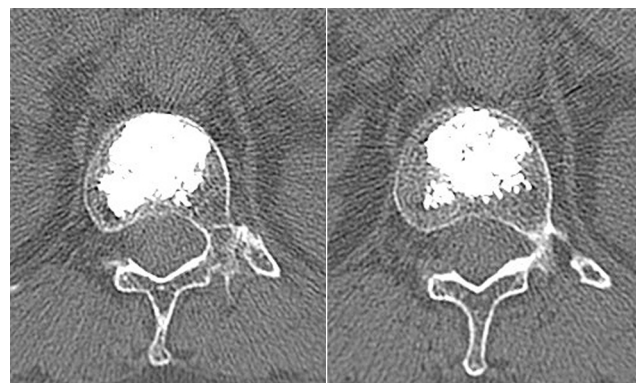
PVP 术中应用改良弯角器技术术后 CT 片
